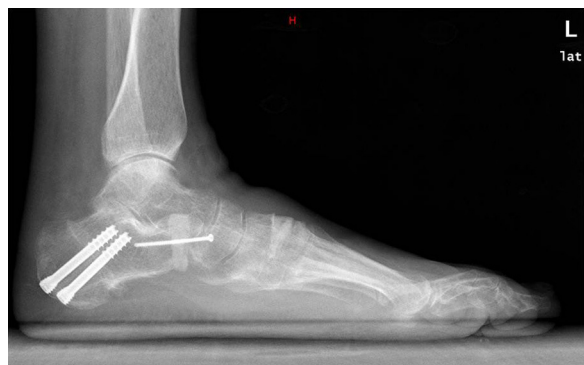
Radiografía de perfil en carga postoperatoria.
